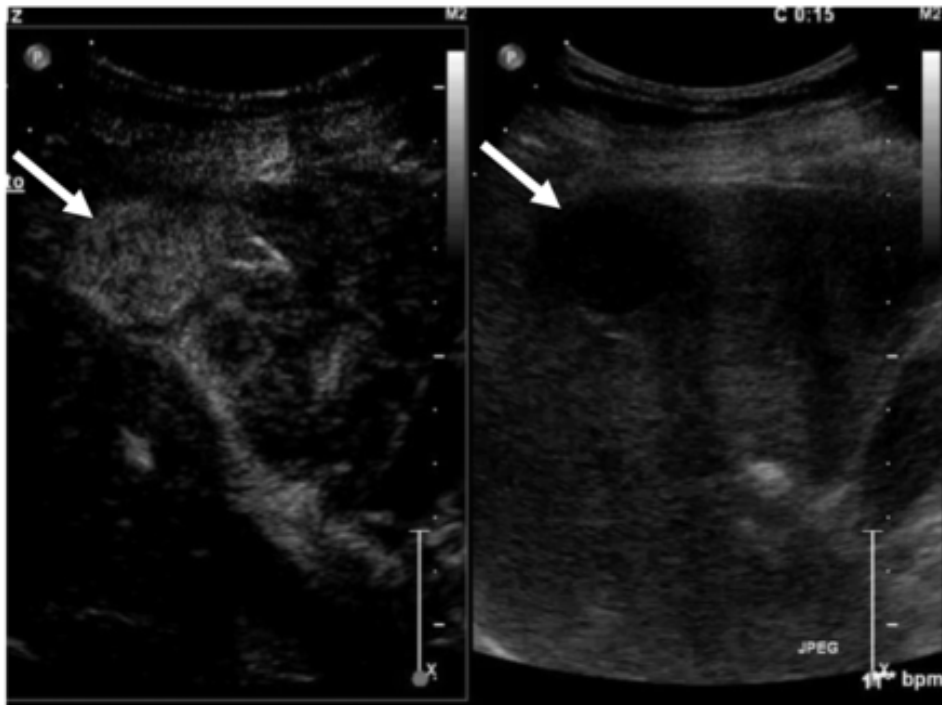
Échographie d'une femme de 70 ans atteinte d'une tumeur stromale gastro-intestinale jéjunale avec métastases hépatiques. Une image échographique intercostale acquise 15 s après l'injection IV d'un agent de contraste à base de microbulles montre une lésion hypervascularisée de 2,8 cm (côté gauche) dans le cinquième segment hépatique de la région sous-capsulaire (flèches). [78]
